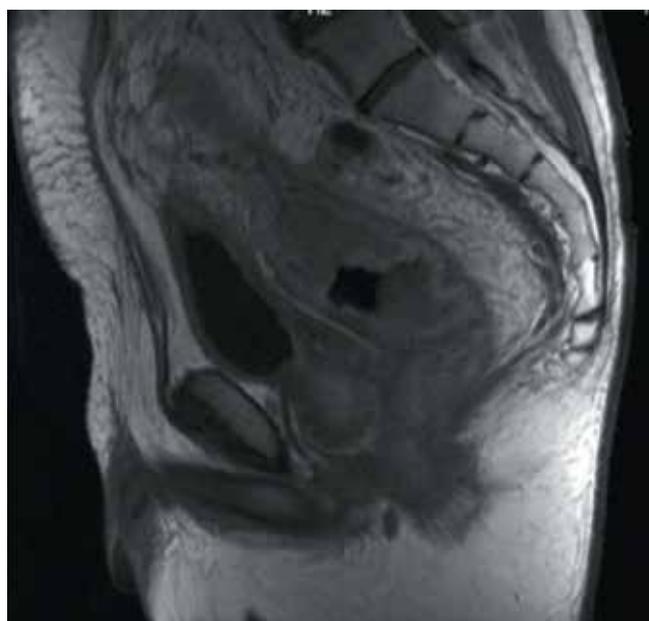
Пациент С., магнитно-резонансная томография органов малого таза до начала лечения. Эллипсами указаны зоны свищевых ходов
